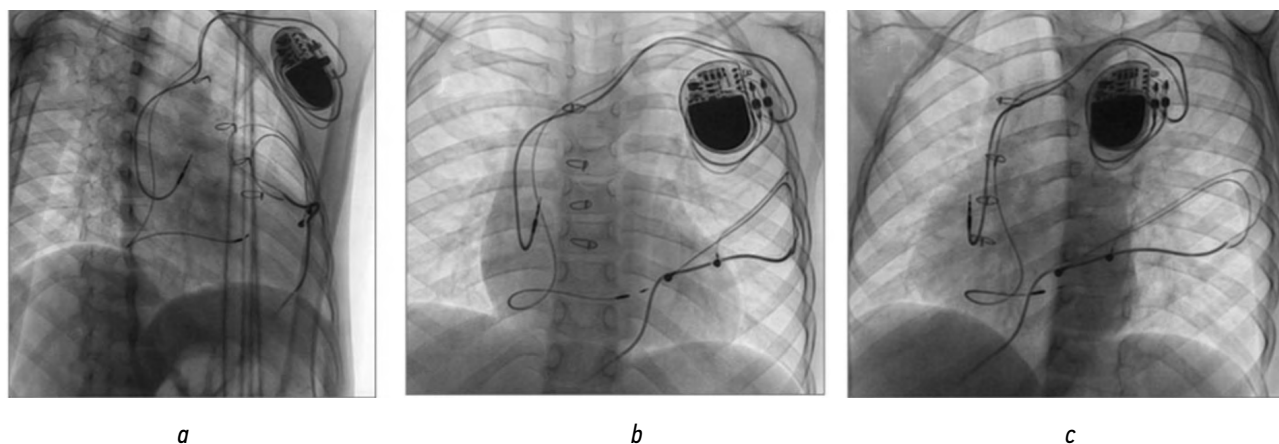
Рентгенография грудной клетки после имплантации эндокардиальной двухкамерной системы электрокардиостимуляции с желудочковым электродом в левой ножке пучка Гиса: *a* — правая косая проекция; *b* — прямая проекция; *c* — левая косая проекция.
